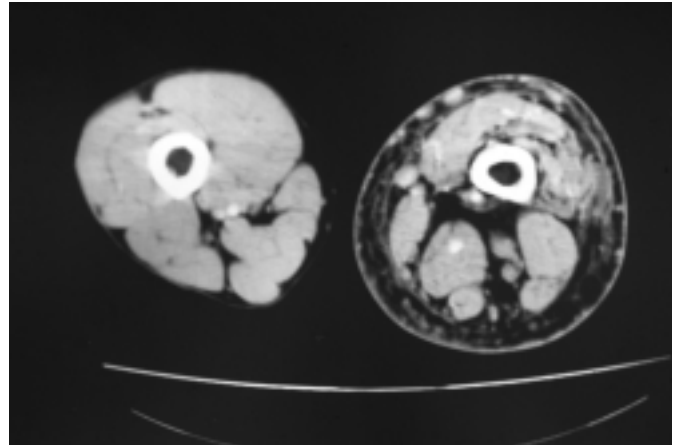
Corte de la tomografía axial computerizada que refleja el aumento de partes blandas del miembro inferior derecho.
